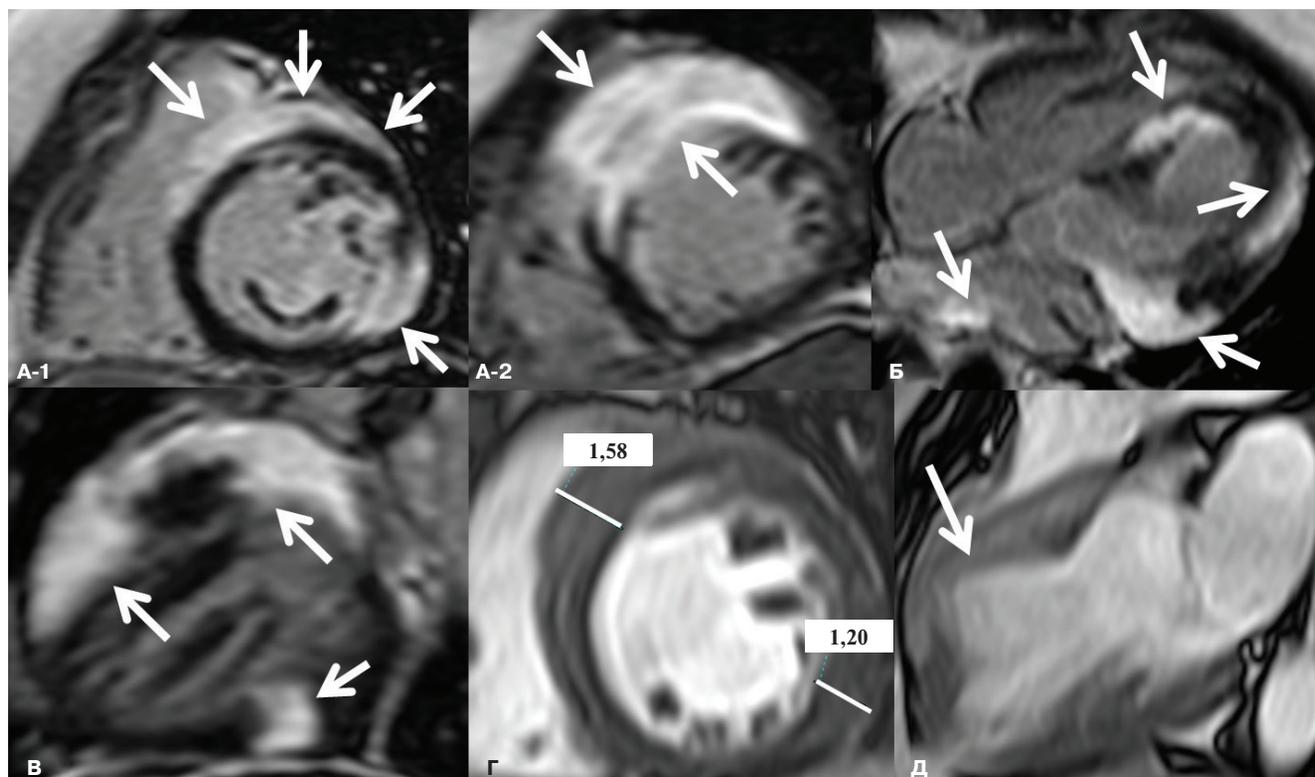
МРТ сердца с контрастным усилением.
